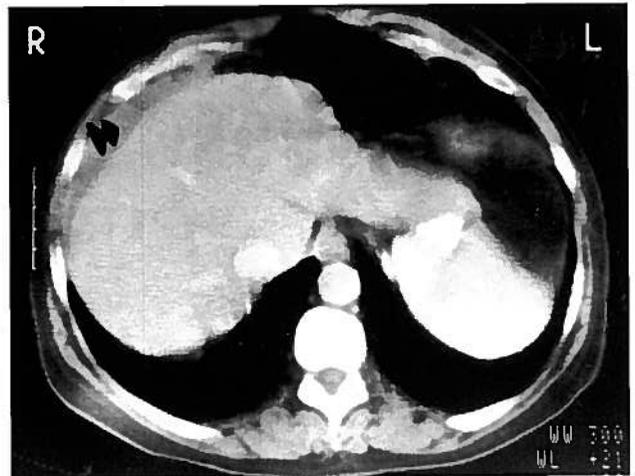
Plano de TAC abdominal que revela hematoma subcapsular do lobo direito do figado (seta).
